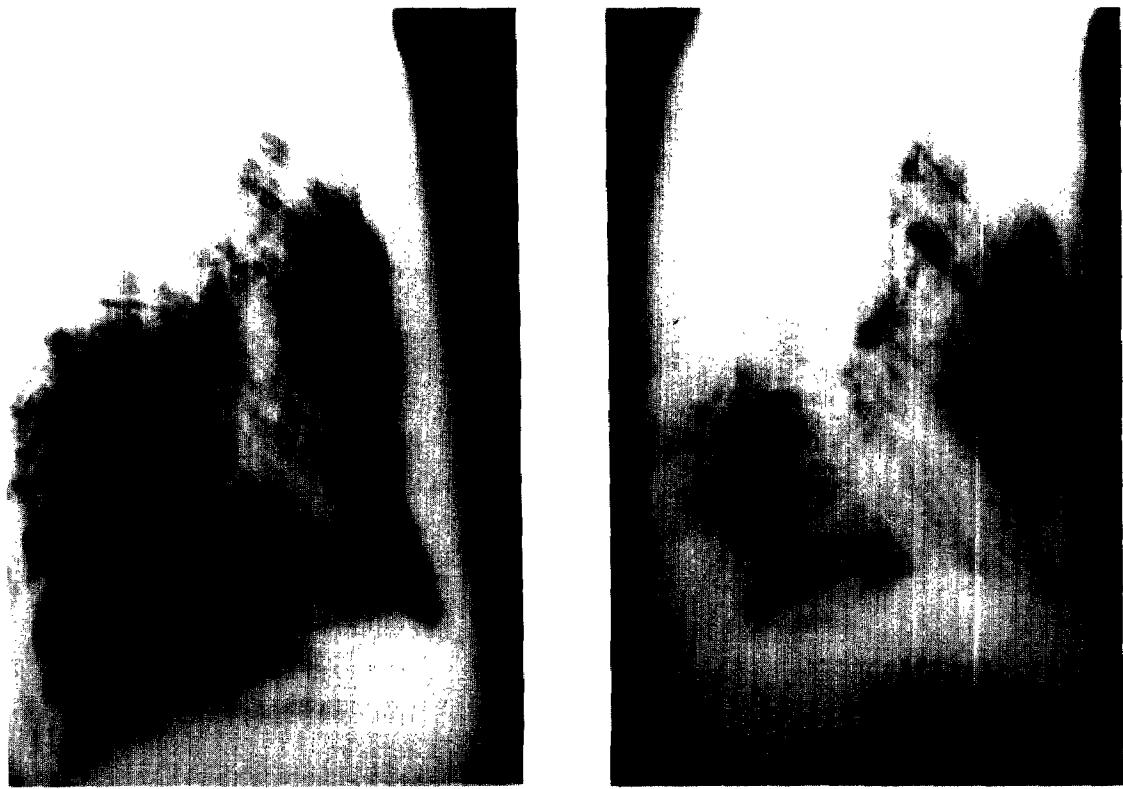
(Left) Preoperative lateral chest roentgenogram showing sternal depression. (Right) Postoperative roentgenogram, showing the situation of corrected sternal position by Ravitch method.
